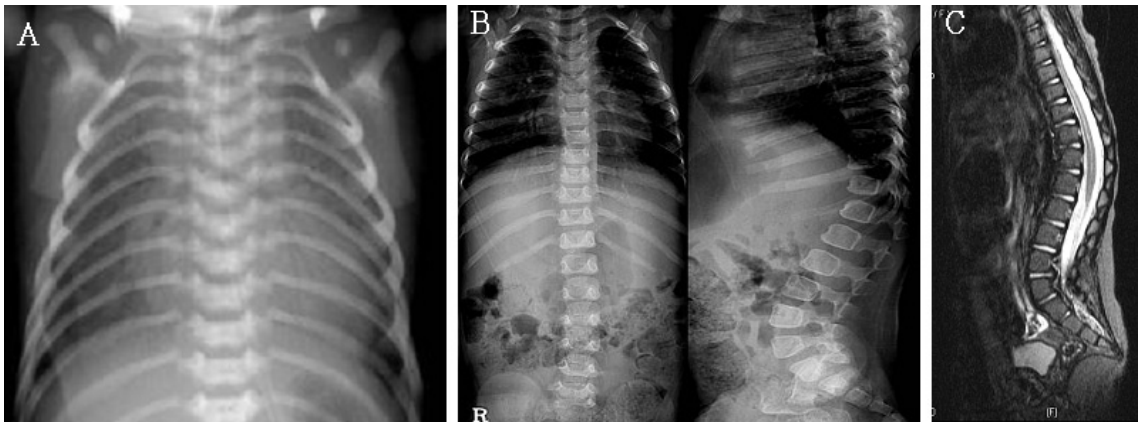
(A) Simple chest X-ray shows diffuse haziness of both lungs with cardiomegaly and pulmonary congestions. (B) Thoracolumbar spine X-ray shows the kyphosis of the T-L spine, but there are no defects in vertebral bodies. (C) Magnetic resonance imaging demonstrates that conus medullaris is located between L2 and L3.
